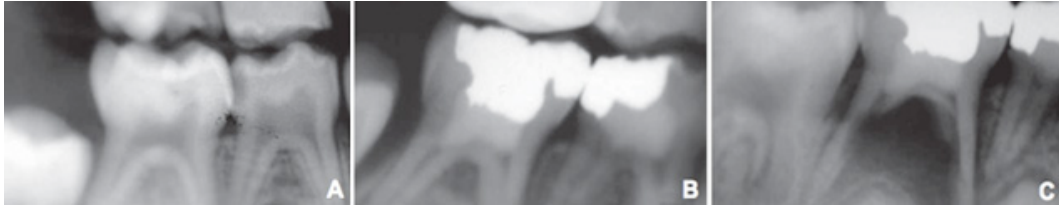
Molar pulpotomizado con formocresol. A) radiografía inicial B) a los 3 meses del tratamiento C) a los 11 meses del tratamiento mostrando resorción radicular extensa. Tomado de Vargas, 2005.
